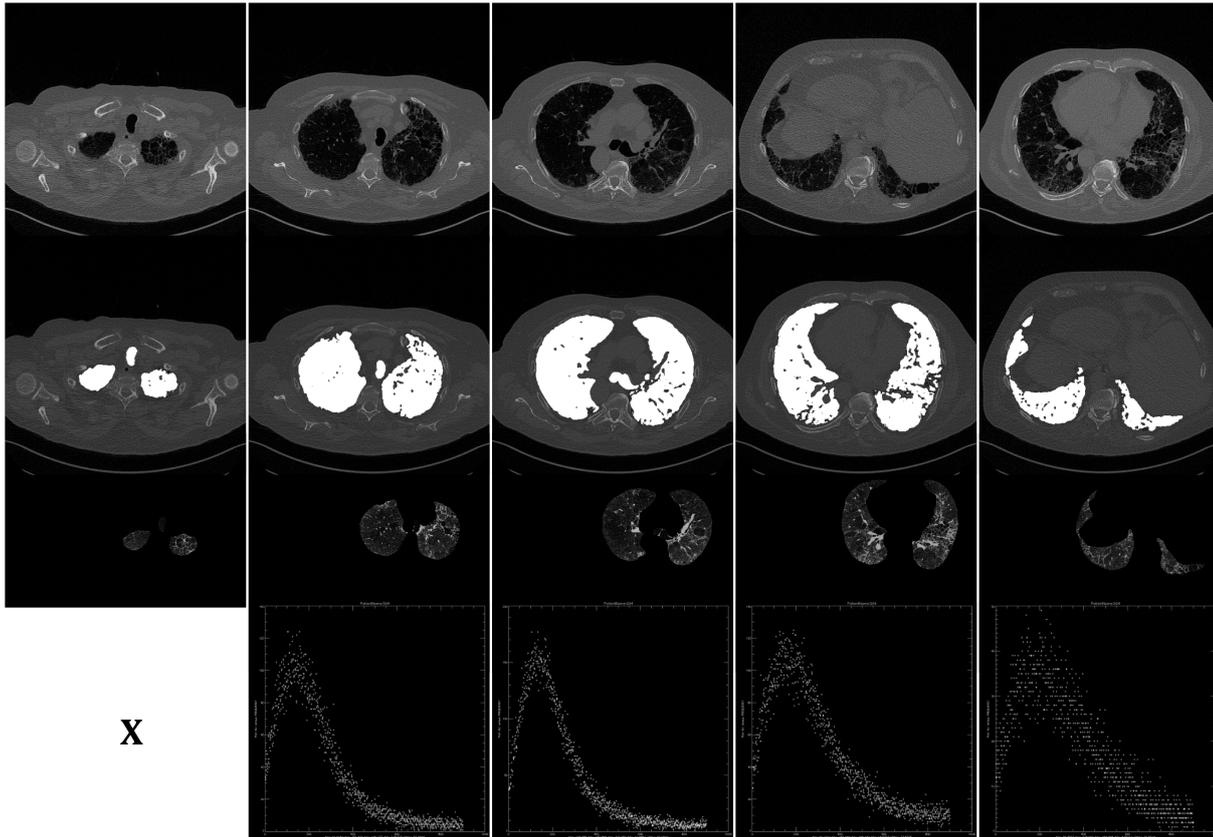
CT-Schnittbilder und dazugehörige Histogramme eines Patienten mit pulmonaler Hypertonie
